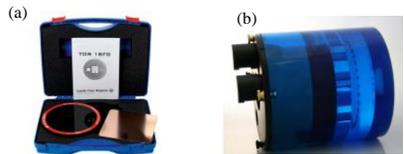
(a) TOR 18FG(Leeds Test Objects, North Yorkshire, UK) for planer kV imaging systems (b) Catphan phantom(The Phantom Laboratory, Greenwich, NY) for Cone-beam CT imaging systems.
